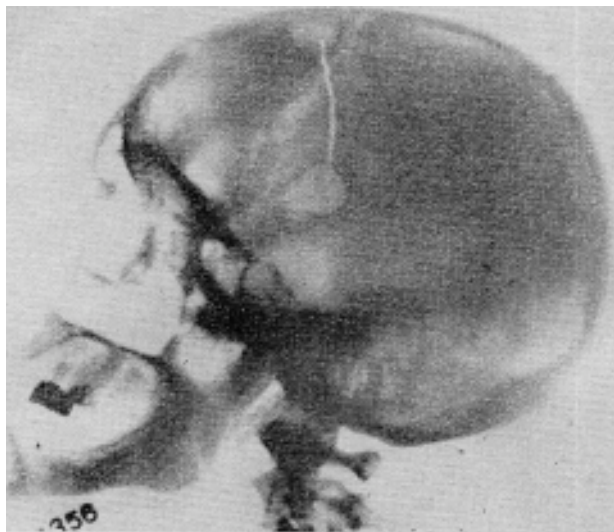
Radiografía craneana de perfil post-operatorio, mostrando los mismos hechos.
